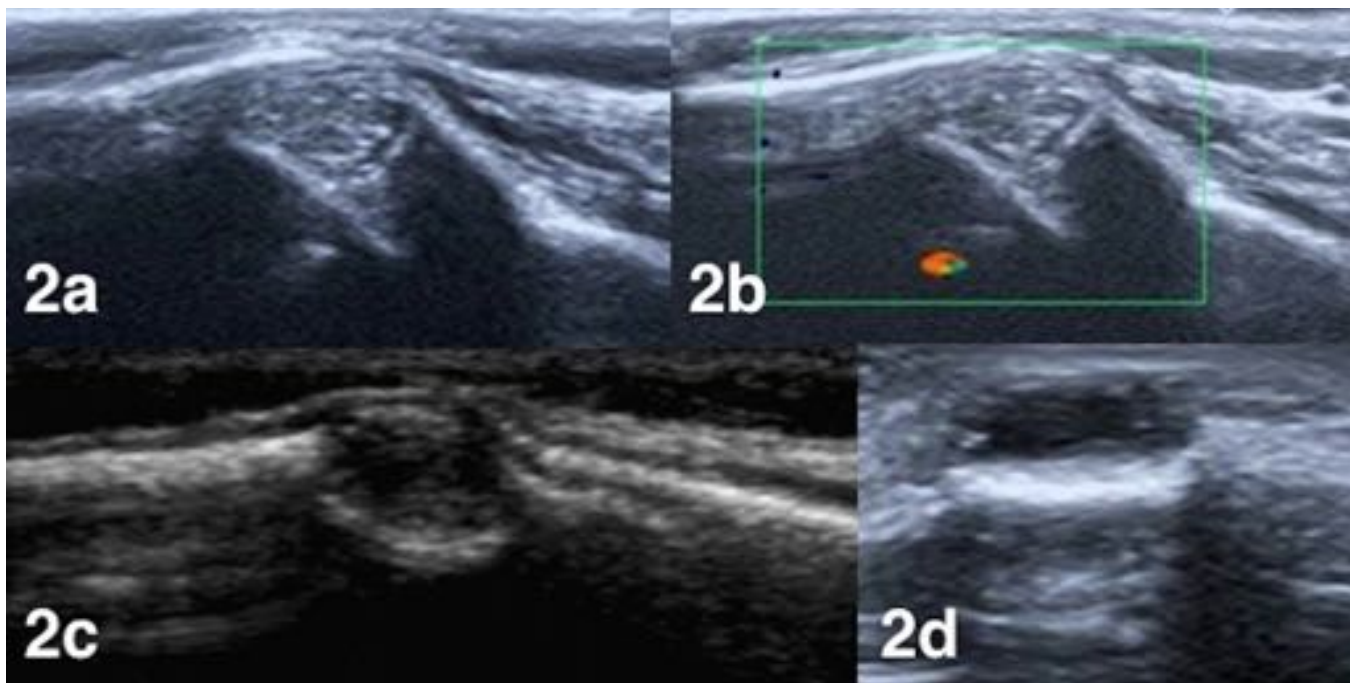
2a y 2b) Imagen nodular en región temporal sobre la sutura escamosa, de bordes definidos, sin flujo Doppler color y con refuerzo posterior. 2c) Lesión frontoparietal de localización intradipolca en el área de la sutura coronal, de contenido ecogénico interno y avascular, sugestiva de quiste epidermoide. 2d) Lesión ovalada, predominantemente hipoeoica, de bordes bien definidos, en las partes blandas profundas de la región frontal improntando la tabla externa de la calota.
